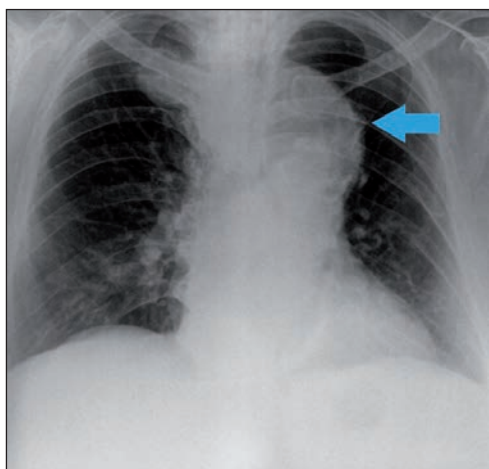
Chest radiograph with the finding of suspected aneurysmal dilatation of the aorta or possibly another mediastinal lesion.
